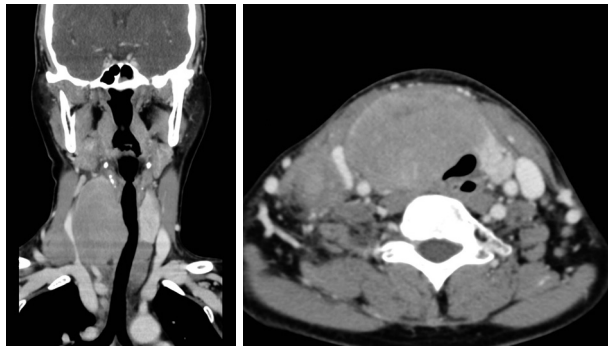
Coronal and axial computed tomography scan of the neck with enhancement revealed a large cervical mass arising from thyroid which completely encircled the narrowed trachea.
